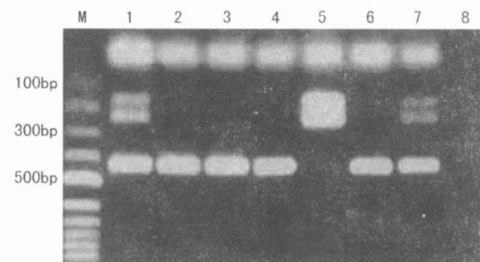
Pae iv 酶切结果 1 和 7 为 CT 基因型(435 bp、247 bp 和 188 bp), 2、3、4 和 6 为 CC 基因型(435 bp), 5 为 TT 基因型(247 bp 和 188 bp), 8 为阴性对照。
